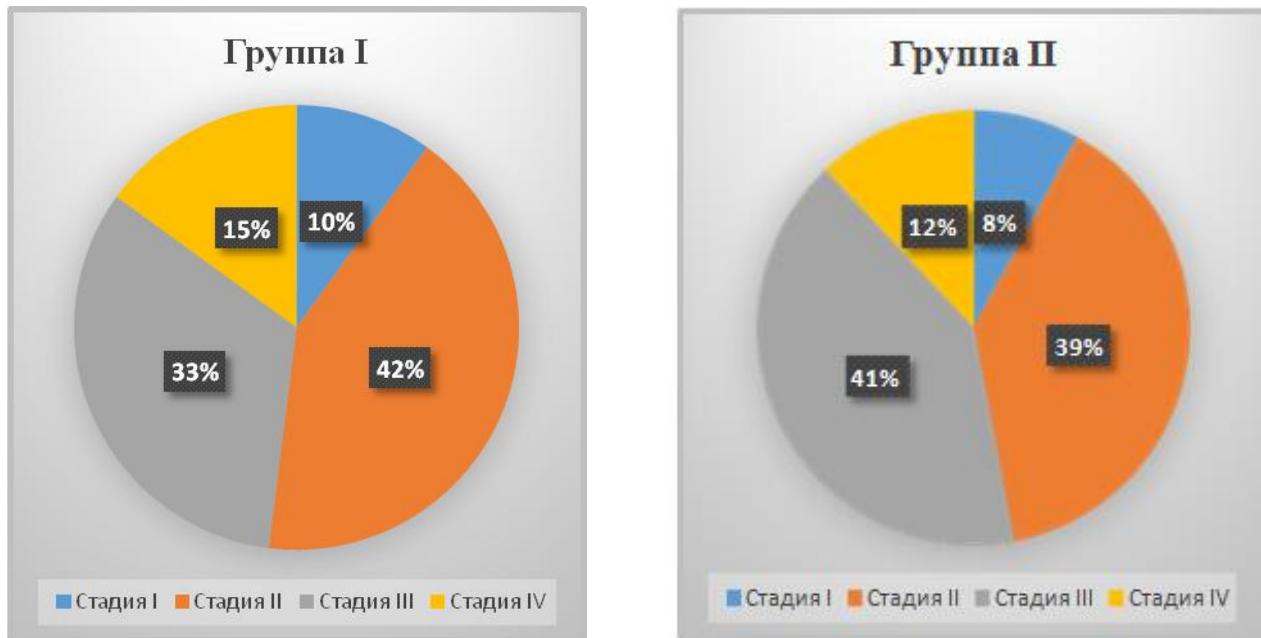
Рентгенологические стадии сакроилеита в исследуемых группах
